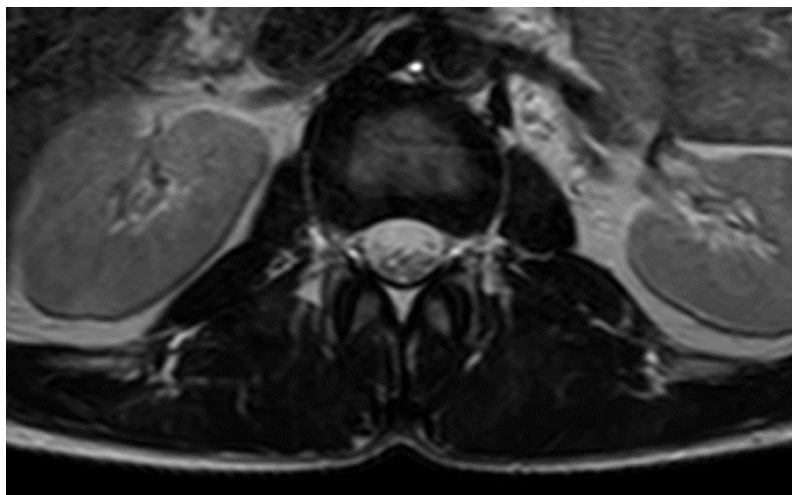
Immagine di un piano di MRI del paziente ID061 che mostra il limitato spessore di adipe tra cute e muscoli lombari multifidi.
